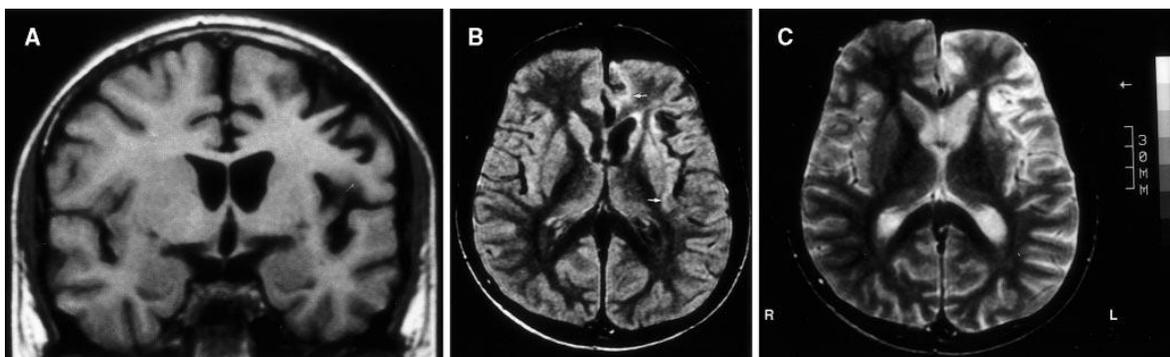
Imagen por resonancia magnética de la encefalitis de Rasmussen.
